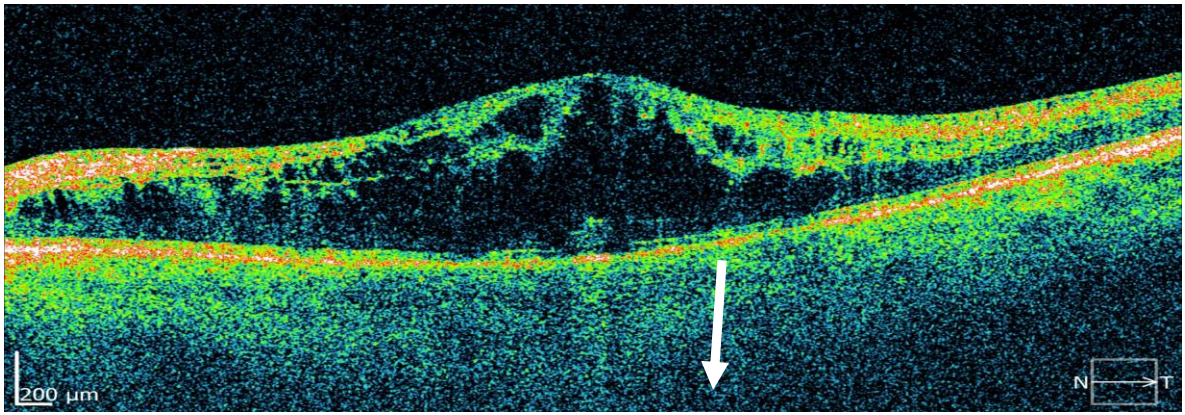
Приклад оптичної когерентної томограми пацієнта основної групи з розвитком макулярного набряку після оклюзії гілки ЦВС, виявленою на 60 день після кардіохірургічного втручання з ШК. В області фовеа візуалізується кістовидний набряк нейроепітелія (біла стрілка), середня товщина сітківки у центрі макули складає 423 мкм
